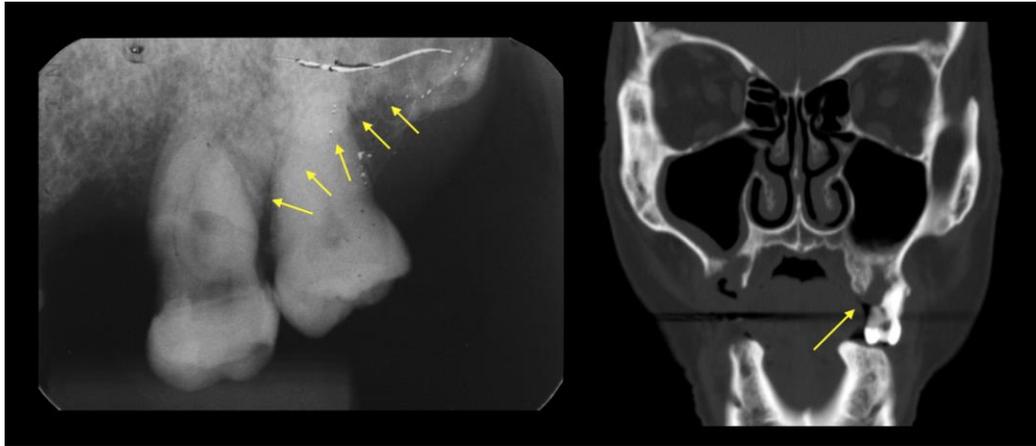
Radiografia periapical mostrando a perda óssea alveolar na região do 28, e tomografia computadorizada (controle da sinusite) mostrando perda óssea na região do 27.
